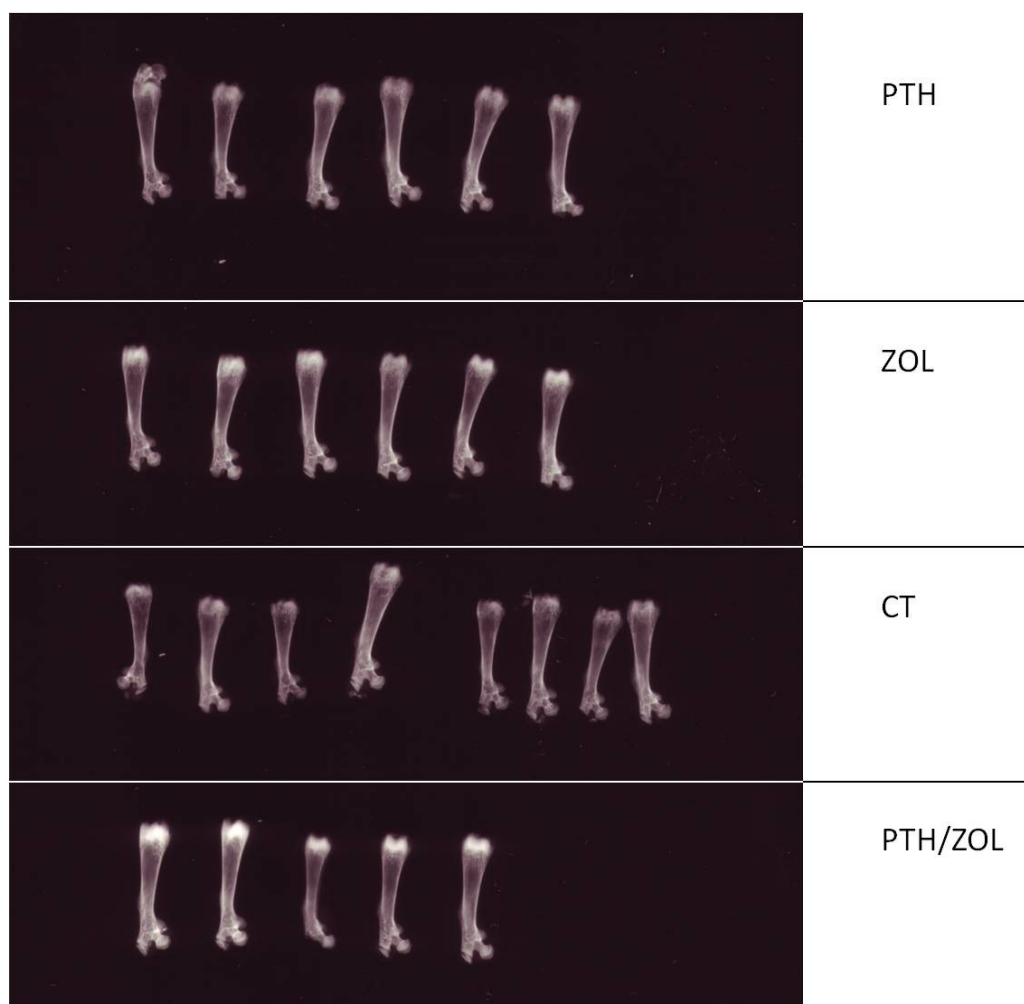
2.31. Röntgenbilder der Femora nach keiner, PTH, ZOL oder PTH/ZOL Behandlung. Die Femora der Tiere der verschiedenen Gruppen (von oben nach unten, wie im Bild beschrieben: PTH, ZOL, CT, PTH/ZOL) wurden auf einen Röntgenfilm gelegt, 90s lang bei 30kV geröntgt und der Film anschließend entwickelt.
